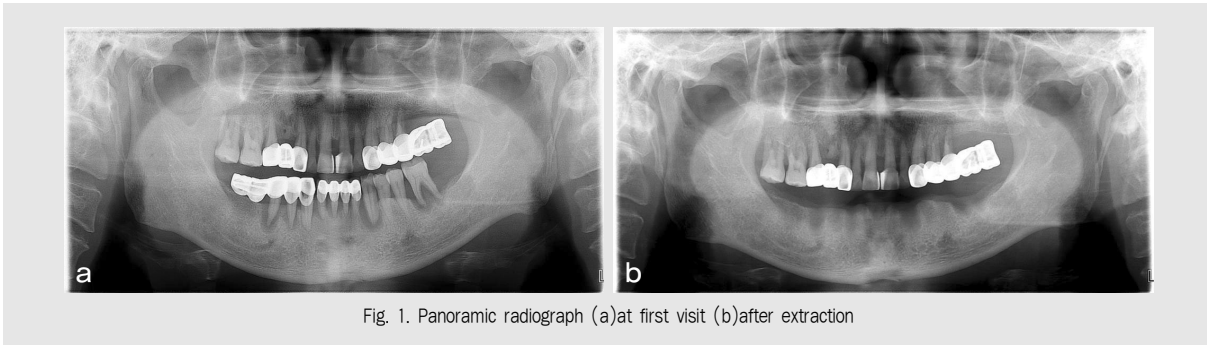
Panoramic radiograph (a)at first visit (b)after extraction
